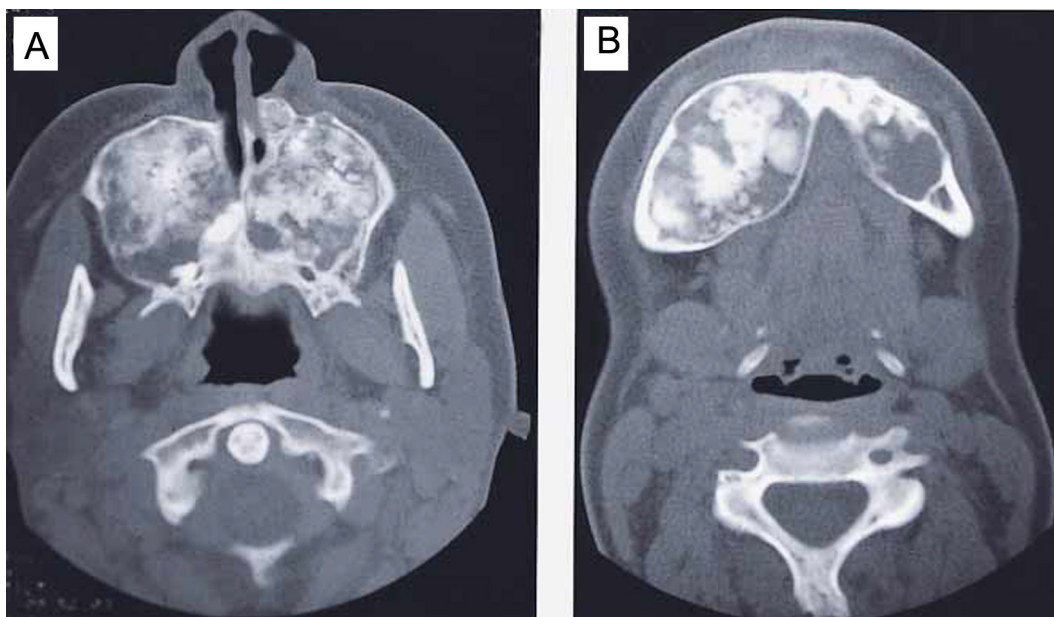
Cementoma gigantiforme familiar. Cortes axiais de TC, mostrando lesões extensas expansivas mistas localizadas em maxila (A) e mandíbula (B).
